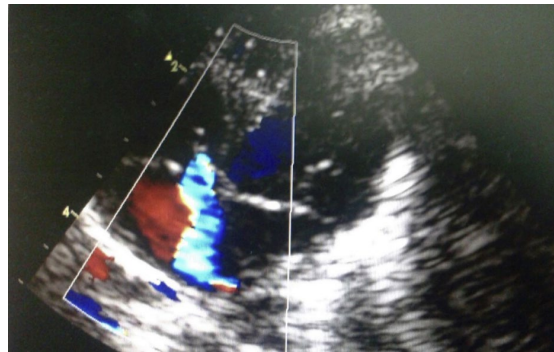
Hipertensión pulmonar por insuficiencia severa de la válvula tricúspide en ecocardiograma.
